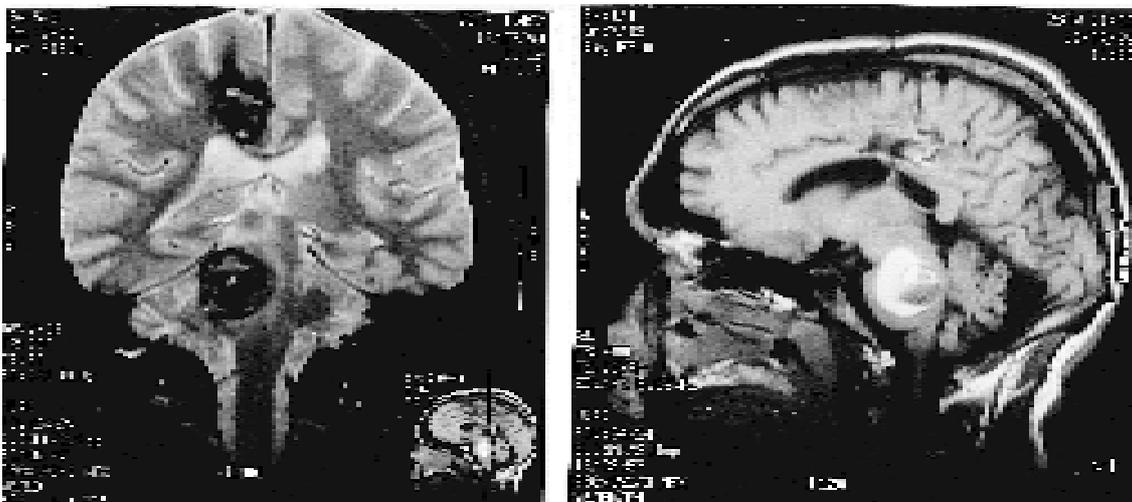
Caso 5. RM preoperatoria con cortes coronal (izquierda) y sagital (derecha). Angioma cavernoso pontino derecho y mediano, con sangrado reciente e invasión mesencefálica. Existe un remanente importante de un angioma parasagital derecho, operado tres años antes con resección parcial, sin evidencia de sangrado actual.
